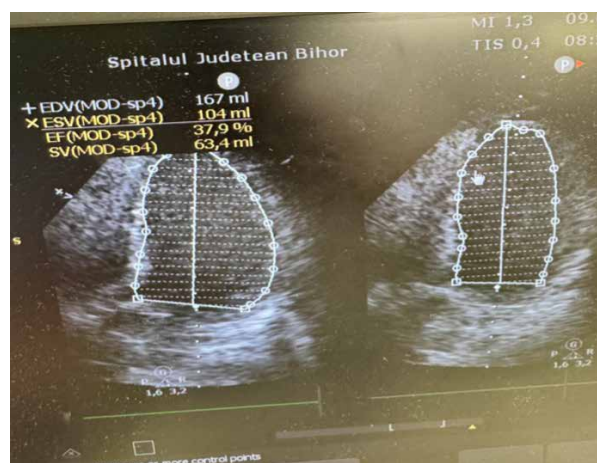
Ecocardiografie efectuată post coronarografie.
